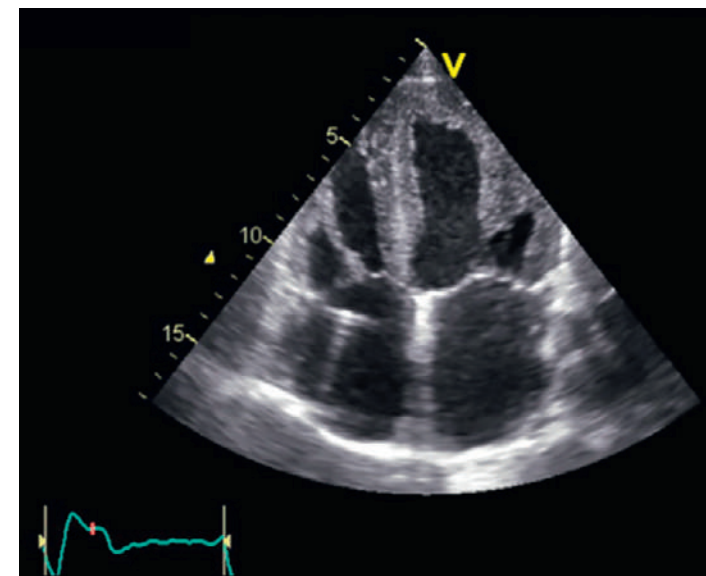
Echokardiografischer 4-Kammer-Blick mit konzentrischer linksventrikulärer Hypertrophie. Auffallend ist ausserdem ein prominenter Papillarmuskel.
